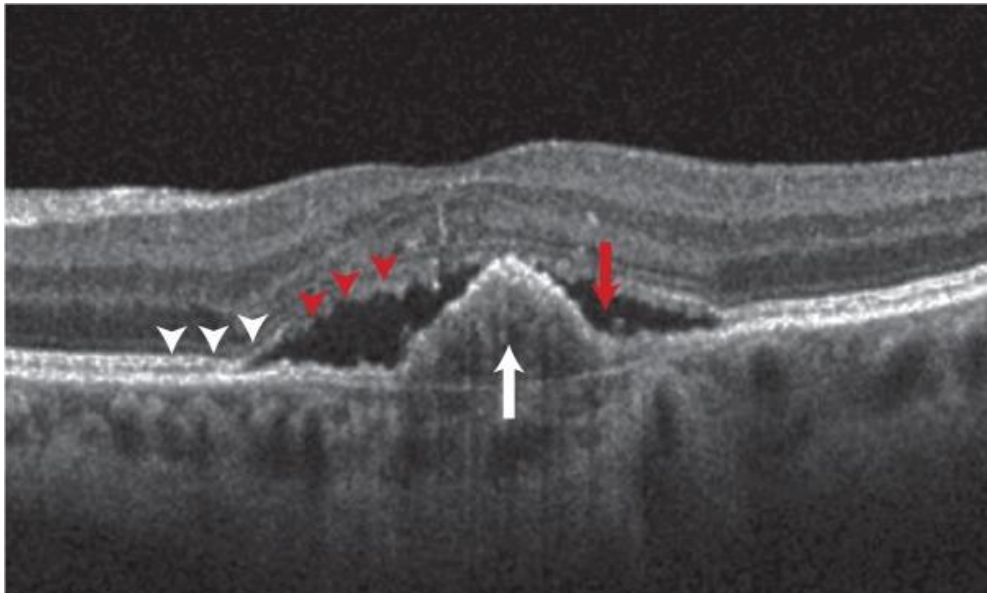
Imagem de Tomografia de Coerência Óptica (OCT) de um descolamento do EPR (seta branca) com fluido subretiniano subjacente (seta vermelha). A junção segmento interno/segmento externo dos fotorreceptores (triângulos brancos) foi interrompida na área sobrejacente à lesão (triângulos vermelhos). Retirado e modificado de (35)
